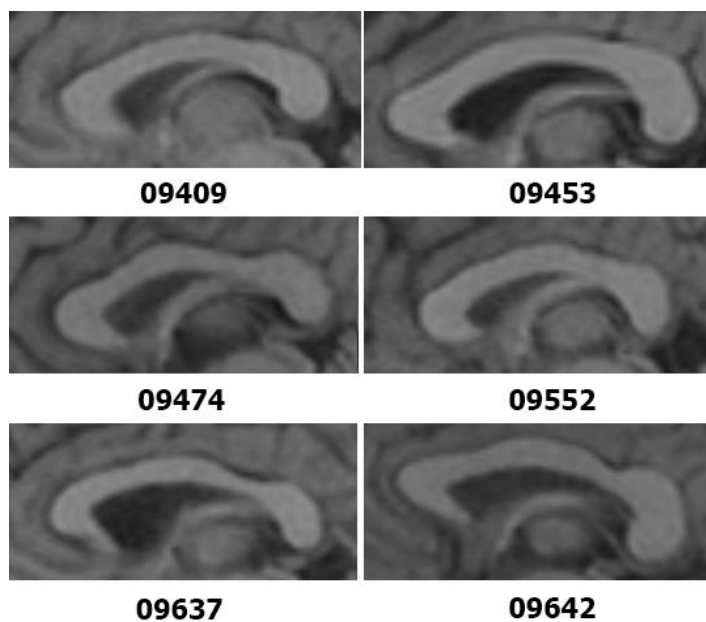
МРТ-зображення середньоопуклих форм мозолистого тіла жінок у віці від 36 до 55 років.
